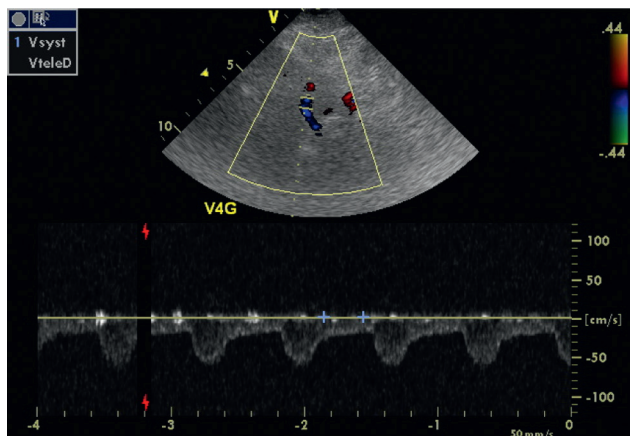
Écho-Doppler couleur de l'artère vertébrale gauche (V4).
